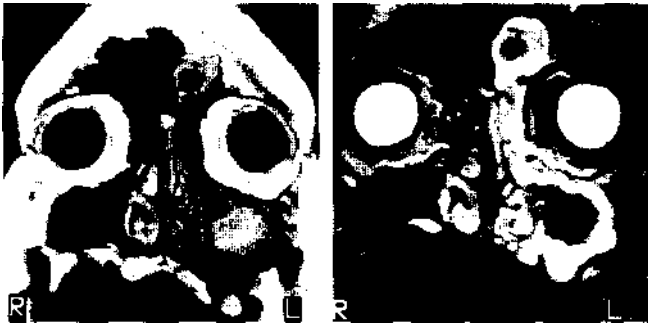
Магнитно-резонансные томограммы (коронарная проекция) больной с левосторонним грибковым гемисинуситом. а) T1- и б) T2-взвешенное изображение, коронарная проекция. В центре верхнечелюстной и лобной пазух — грибковые тела, которые выглядят как области с очень низкой интенсивностью сигнала. Утолщенная слизистая оболочка лобной, верхнечелюстной пазух и решетчатого лабиринта дают гиперинтенсивный сигнал в T2-режиме исследования.
